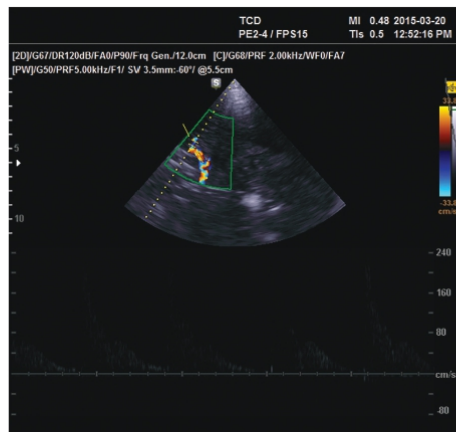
Transcranial Duplex ultrasonography of the middle cerebral artery (MCA) showing zero level diastolic flow.
